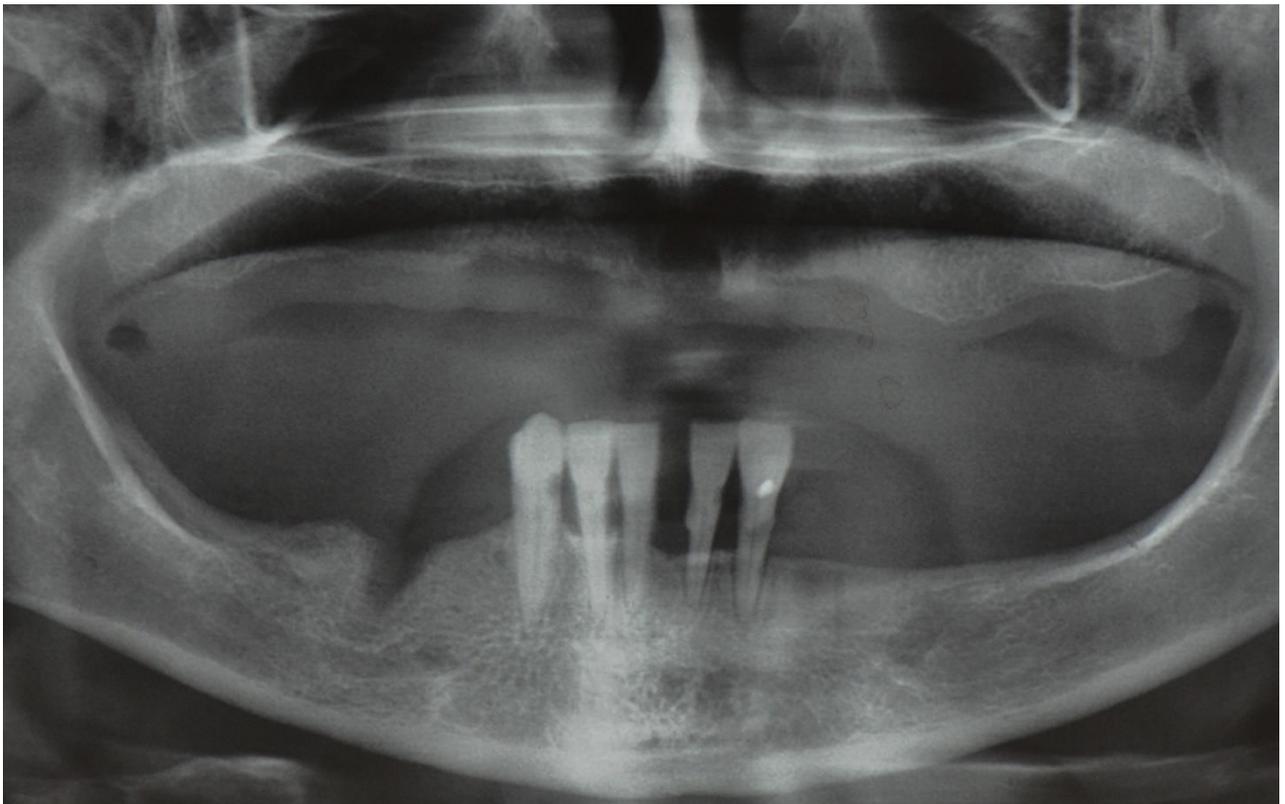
Aspecto geral da radiografia panorâmica.
